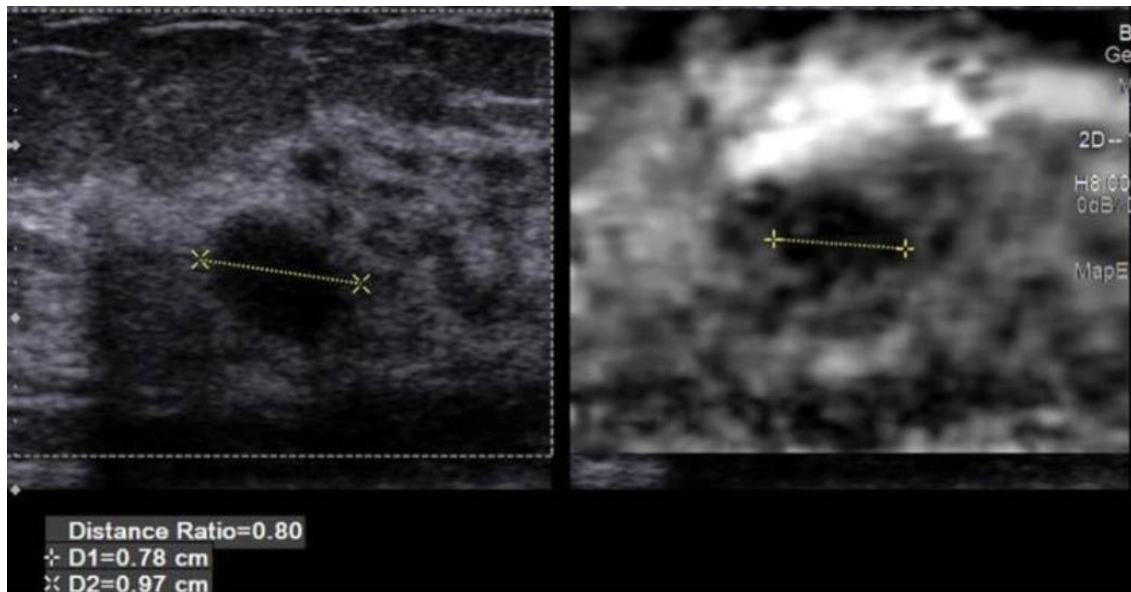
Tastbare Brustmasse, gutartiges Fibroadenom. Ein konventionelles B-Modus-Bild auf der linken Seite und eine Karte der relativen Gewebesteifigkeit in der gleichen Region von Interesse auf der rechten Seite. Die hellen Bereiche sind weniger steif als die dunklen. Die Bilder wurden mit einer L9-Sonde auf einem Siemens S2000 US-System mit manueller Dehnung aufgenommen (Barr, R. G. (2019). Future of breast elastography. *Ultrasonography*, (Seoul, Korea), 38(2), 93–105. <https://doi.org/10.14366/usg.18053>) (6).
